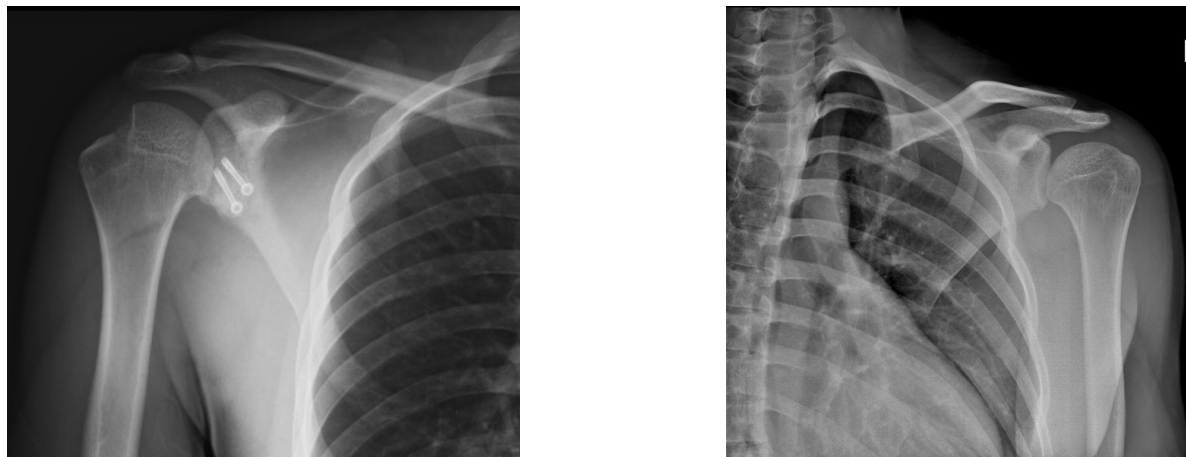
Radiografía AP de ambos hombros comparativa post-operatoria de Latarjet en hombro derecho y post-reducción en hombro izquierdo.
